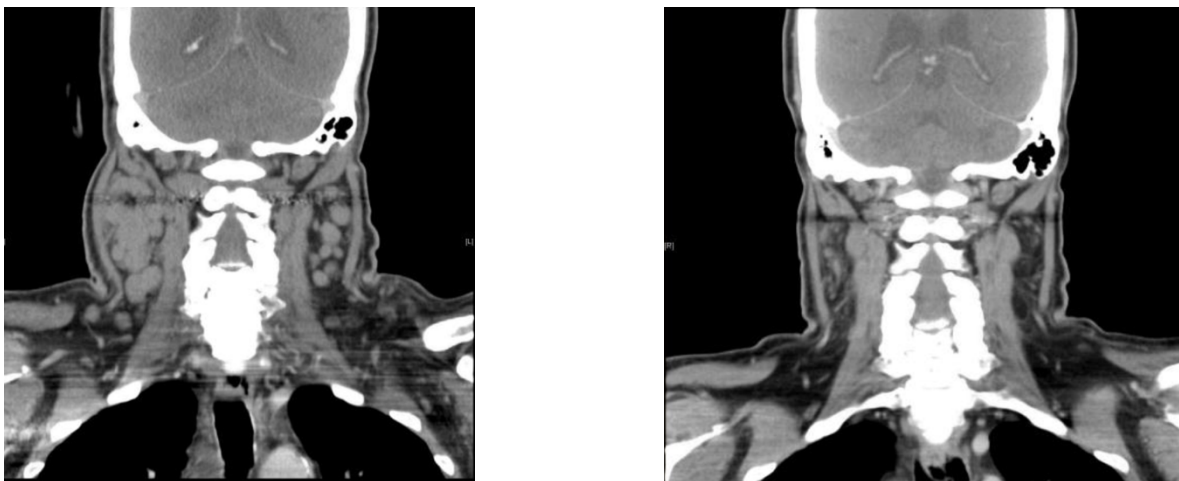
Paciente con LNH. a la izquierda TAC con tumoración en cuello previo al tratamiento. A la derecha TAC del mismo paciente tras tratamiento con CARTs Juno 2016 (105)
